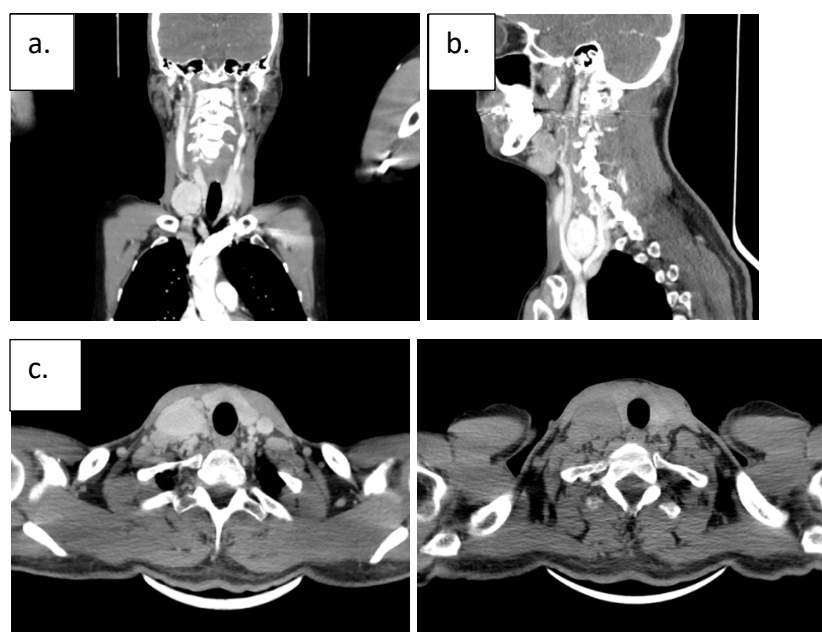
Aspectul CT al formațiunii tumorale în (a.) plan coronal, (b.) plan sagital și (c.) plan transversal, postcontrast
